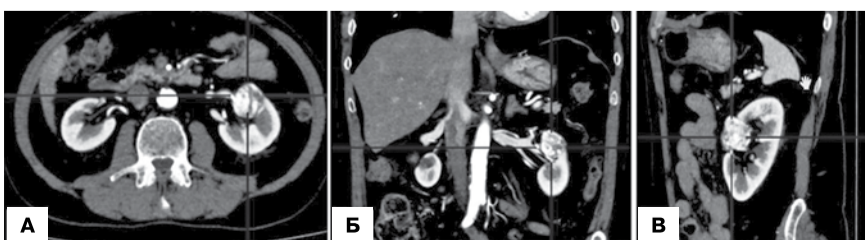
Компьютерная томография правой почки с опухолью. R.E.N.A.L. score 9a. А – аксиальный срез; Б – корональный (фронтальный) срез; В – сагиттальный срез.
